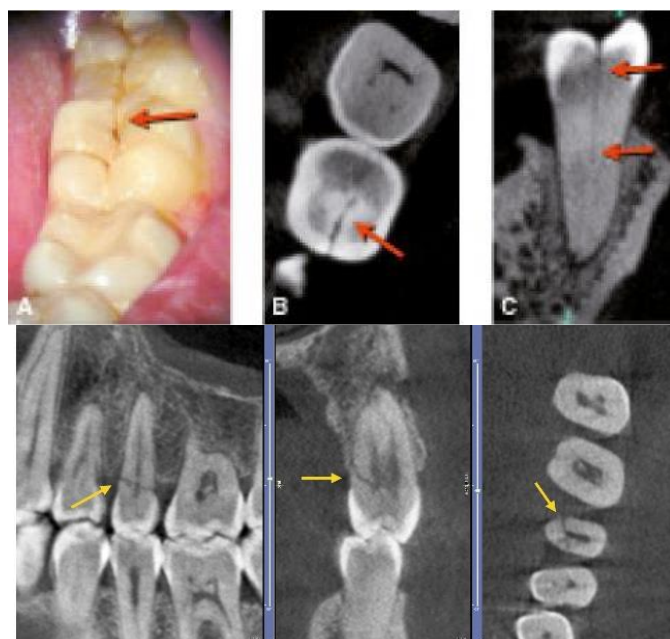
Fractura visible en el estudio CBCT
